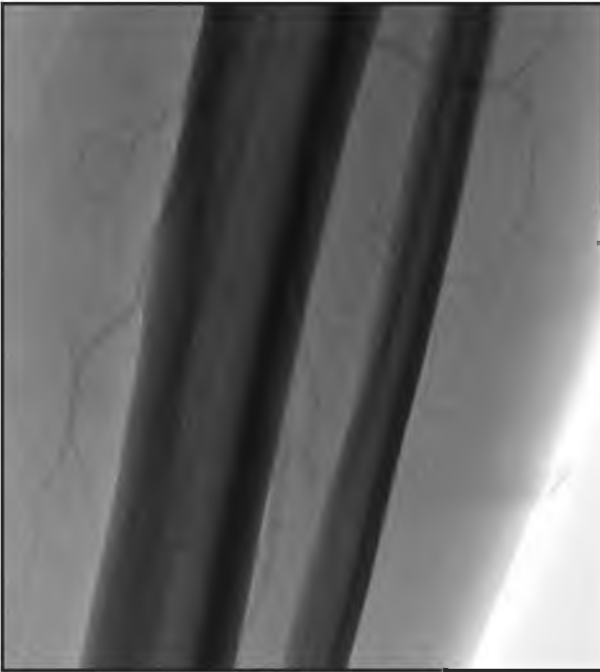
Рентгеноконтрастная ангиограмма правого бедренно-подколенного сегмента. Больной С., Окклюзия правых поверхностной бедренной и подколенной артерий, артерии голени визуализируются неотчетливо, что вызывает сомнения о их проходимости.
